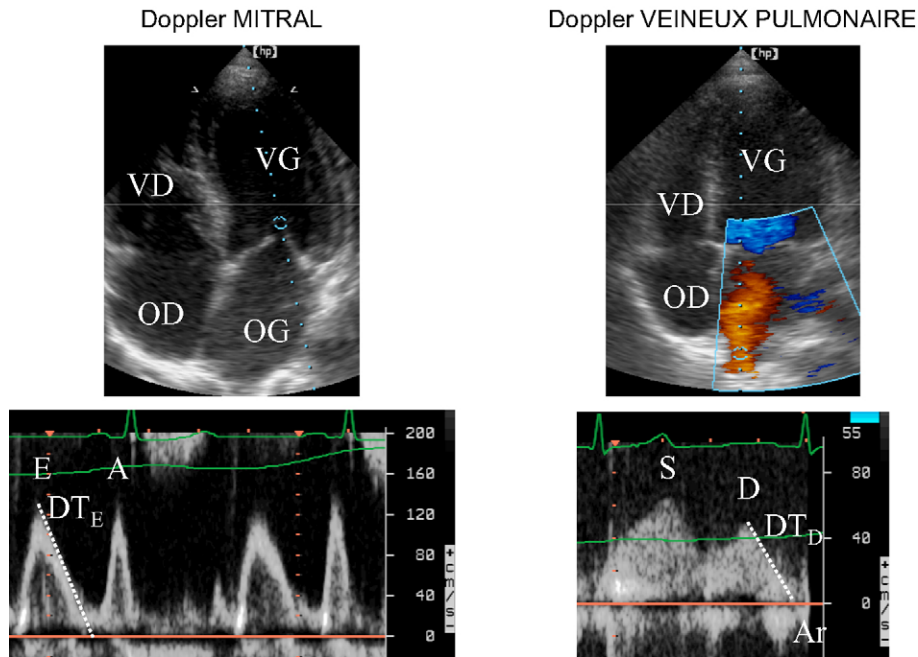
On utilise le doppler pulsé guidé par l'imagerie bidimensionnelle pour localiser précisément l'enregistrement des vitesses de déplacement des globules rouges dans le massif cardiaque (en haut, ligne surimposée à l'image avec sa « fenêtre »). Appliqué à l'orifice mitral (à gauche) et aux veines pulmonaires (à droite), le doppler pulsé enregistre des profils de vitesses caractéristiques (en bas). À partir du profil Doppler mitral enregistré chez un patient en rythme sinusal, on mesure plusieurs paramètres dont la vitesse maximale de l'onde E (protodiastolique, contemporaine du remplissage ventriculaire rapide) et de l'onde A (télédiastolique, contemporaine de la systole auriculaire), le temps de décélération de l'onde E (DT_E) et la durée de l'onde A. À partir du profil veineux pulmonaire, on mesure plusieurs paramètres dont la vitesse maximale de l'onde S (systolique) et de l'onde D (diastolique), les intégrales temps-vitesse de ces ondes, le temps de décélération de l'onde D (DT_D), la durée de l'onde Ar (onde rétrograde contemporaine de la systole auriculaire). Certaines de ces mesures sont combinées pour aboutir à un paramètre Doppler (E/A, S/D...). Abréviations : VG : ventricule gauche ; VD : ventricule droit ; OG : oreillette gauche ; OD : oreillette droite.
